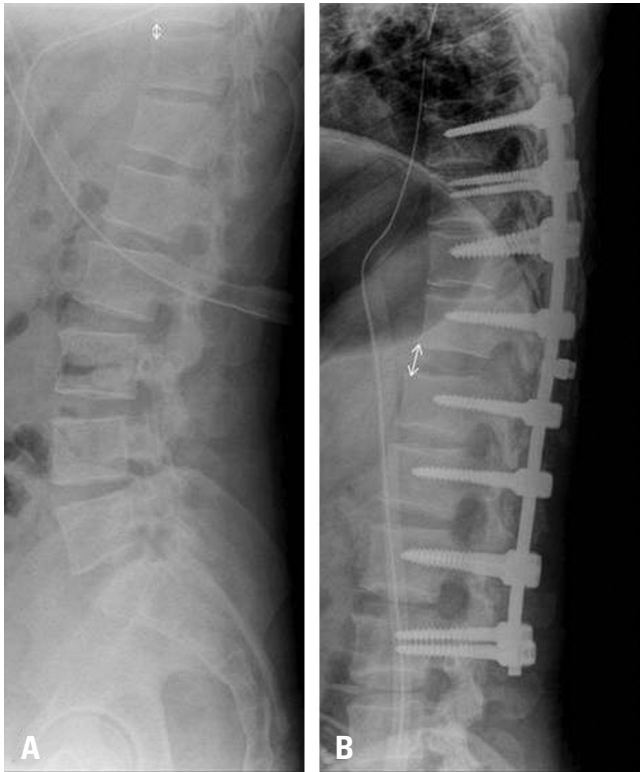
Lateral radiographs of the surgical site preoperatively (A) and after posterior operation (B) are shown. After the posterior operation, the T11-T12 interbody space was widened from 5 mm to 12 mm and facet joint subluxation still existed.
